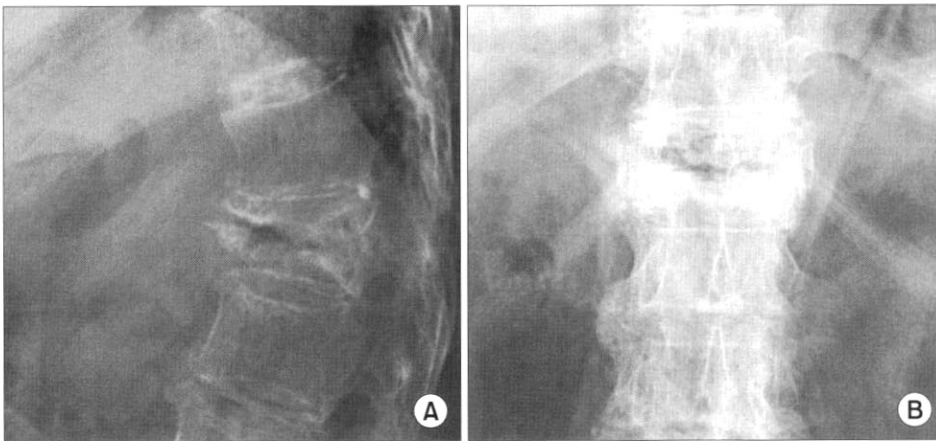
The radiograph images of lateral (A) and anteroposterior (B) demonstrate T12 vertebral fracture.
